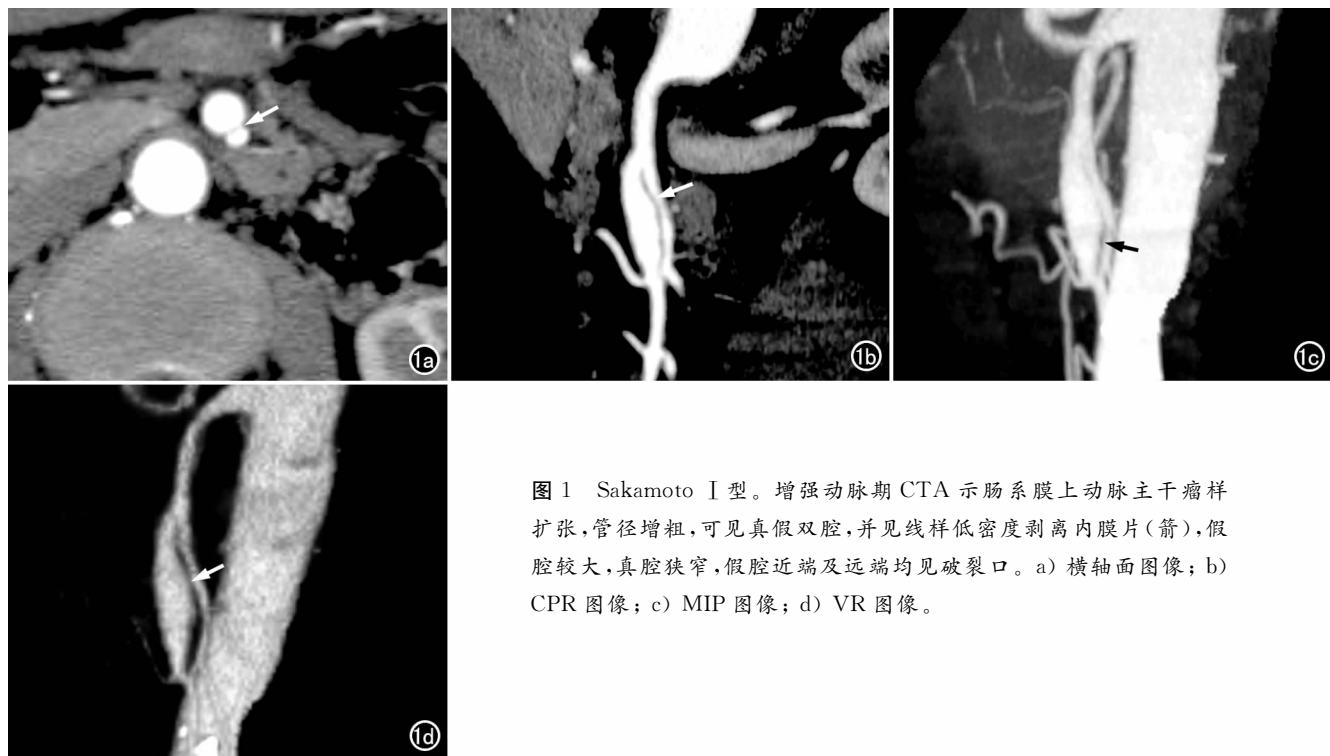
Sakamoto I 型。增强动脉期 CTA 示肠系膜上动脉主干瘤样扩张,管径增粗,可见真假双腔,并见线样低密度剥离内膜片(箭),假腔较大,真腔狭窄,假腔近端及远端均见破裂口。a) 横轴面图像; b) CPR 图像; c) MIP 图像; d) VR 图像。
